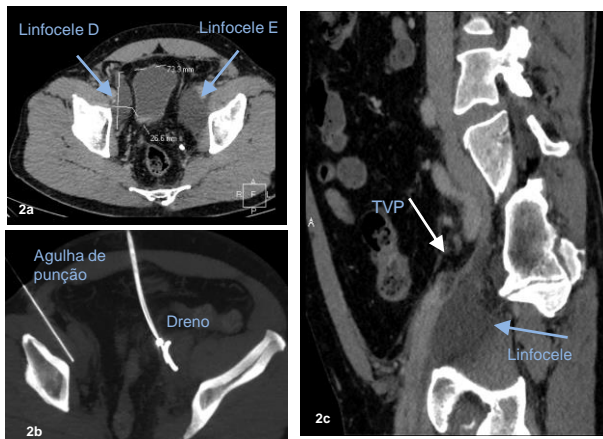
Corte axial de TC com linfocele bilateral, maior à E.
